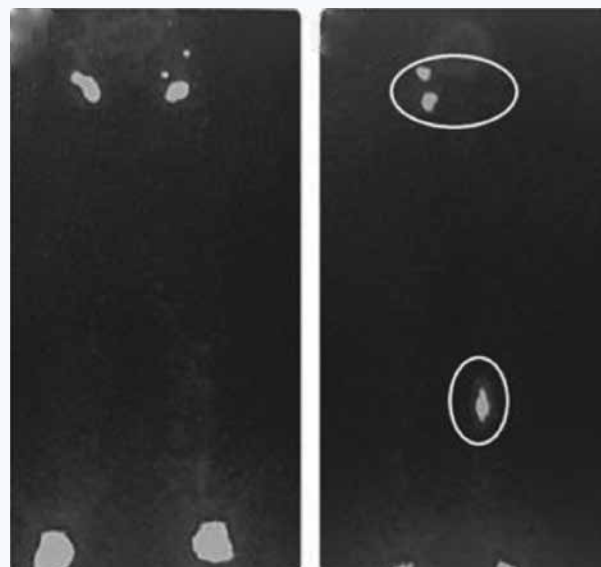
Лимфосцинтиграфия в динамике у пациента после эндоскопического выделения большой подкожной вены (вид спереди) [27]. А. Отсутствие нарушений лимфатического оттока до операции. В. Лимфосцинтиграфия после операции. Появление уровня прерыва и депо накопления на уровне колена после эндоскопического выделения вены. Паховые лимфатические узлы не визуализируются на стороне забора вены [27]
